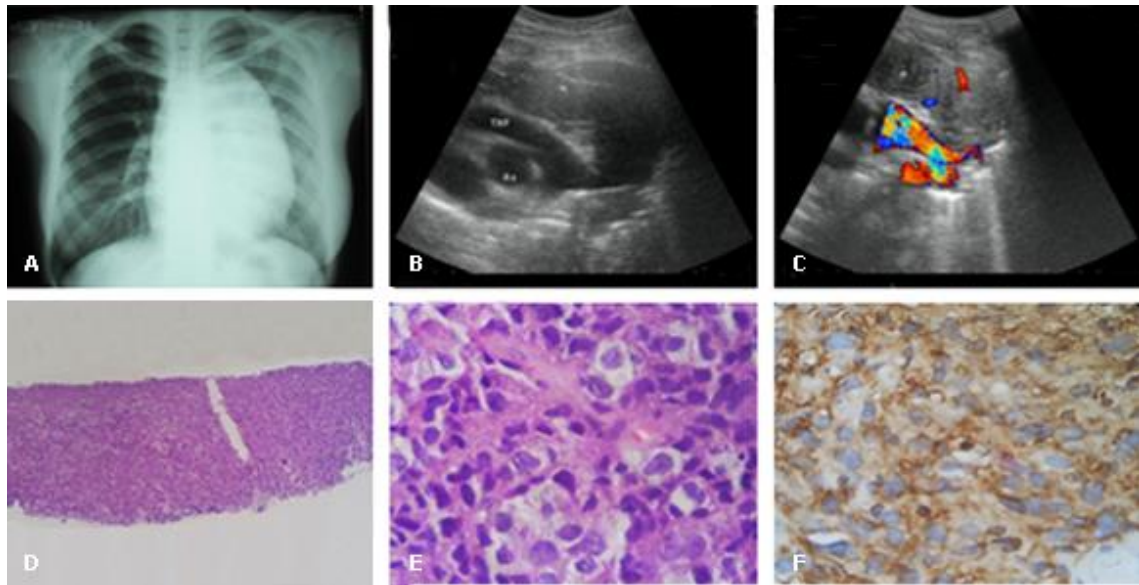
Paciente femenina de 23 años con aumento de volumen del área mediastinal, fiebre de 39°c, y pérdida de peso. A). Rayos X de tórax frontal. B). Ecografía en modo B. C). Modo Doppler color, en que se descubre una masa mediastinal que desborda el contorno izquierdo, que engloba parcialmente al corazón y grandes vasos, los que se muestran conservados. D). Cilindro obtenido por BAG. E). Coloración con hematoxilina/eosina con células redondas pleomorfas. F). Inmunohistoquímica con CD 20 positivo. Diagnóstico: Linfoma No Hodgkin difuso de células grandes tipo B.
